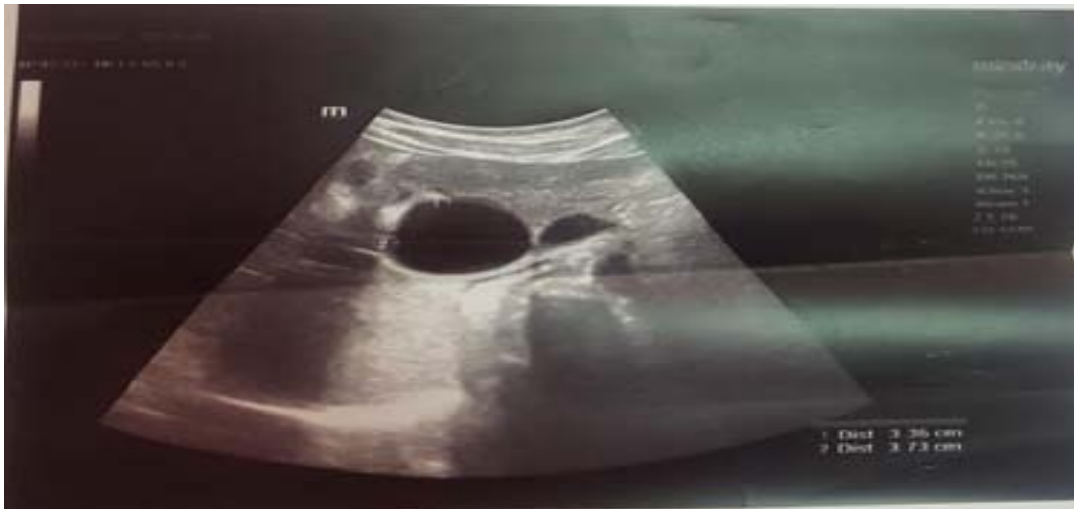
Image échographique objectivant une dilatation du cholédoque (Service de chirurgie viscérale CHU de Marrakech)
